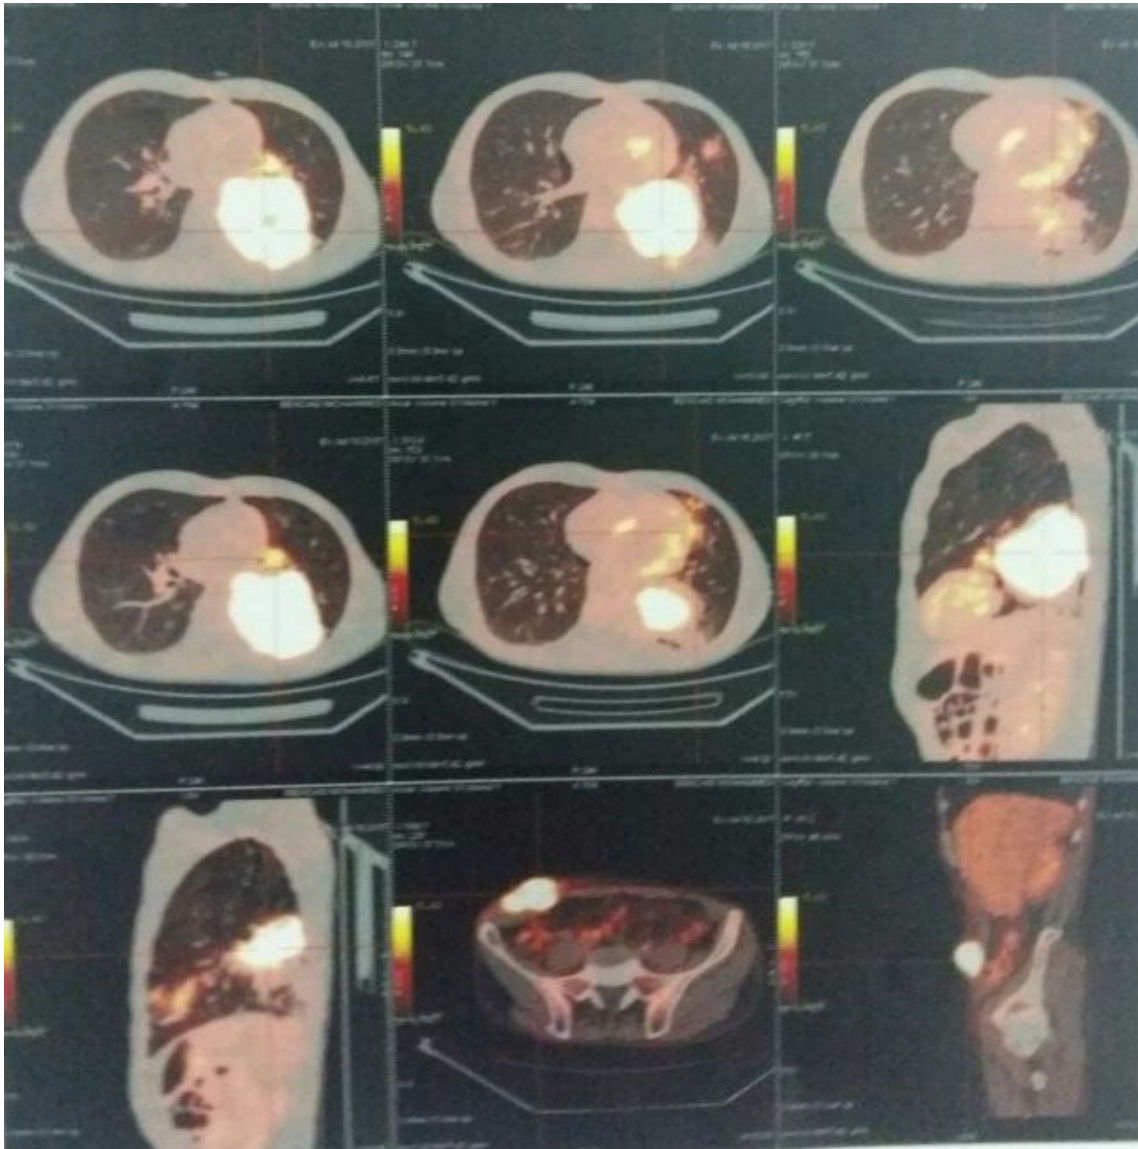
PET- scan montrant une *masse pulmonaire postéro-basale gauche mesurant 84mm x99mm x100mm* (photo : Pr Moujahid)
